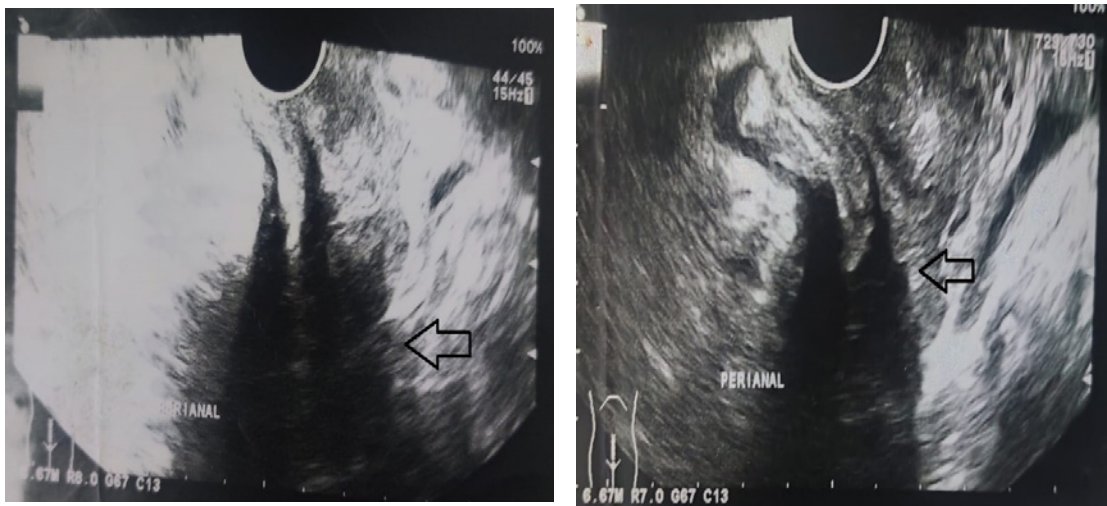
Ecografía endo anal (2012) puede evidenciar una solución de continuidad en ambos esfínteres anales.
